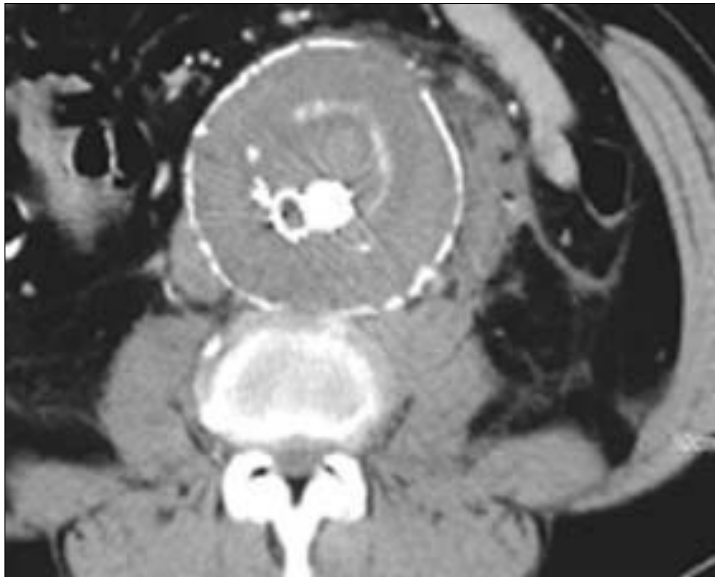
TAC de control donde se aprecia la exclusión del aneurisma, sin fugas.
